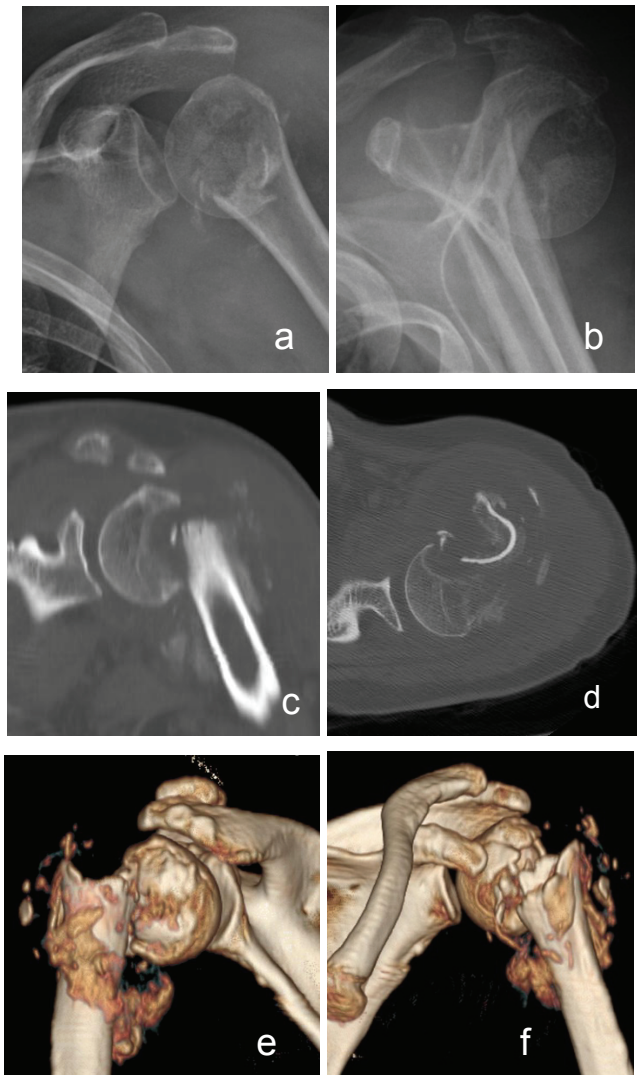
Eine a.p.-Röntgenaufnahme einer frakturierten linken Schulter (a) erweckt den Eindruck einer geringen Dislokation. In der Y-Aufnahme (b) wird der Dislokationsgrad deutlicher, man könnte eine posteriore Luxation des Kopfes vermuten. Aus beiden Bildern könnte man auf eine Zwei-Fragment-Fraktur schließen. Die CT-Aufnahme (c, d) zeigt eine komplizierte Drei-Fragment-Fraktur mit Frakturverlauf durch das Collum anatomicum, chirurgicum und das Tuberculum minus. Das Tuberculum-majus-Massiv hat noch Kontakt zum Kopf, der nicht luxiert ist, hat aber auch eine Trümmerzone zur Diaphyse. Die 3-D-Rekonstruktion (e, f) kann nicht viel mehr Information bieten, außer die Trümmerzone um die Frakturgrenzen nochmals zu verdeutlichen. Diese Fraktur lässt sich nicht eindeutig der Neer-Klassifikation zuordnen. Sie entspricht eher einer „shield“-Fraktur nach Edelson [Edelson 2004].
